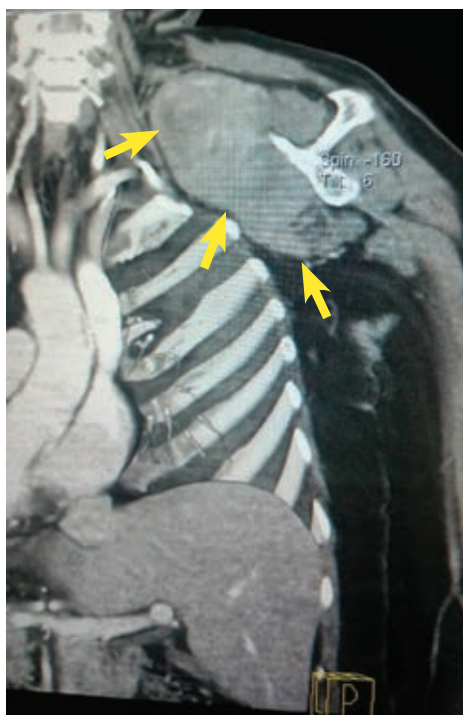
Tomografía axial computarizada que muestra tumor subescapular desmoide derecho heterogéneo hipervascularizado, que reemplaza al músculo subescapular en su totalidad (mostrado entre flechas).
